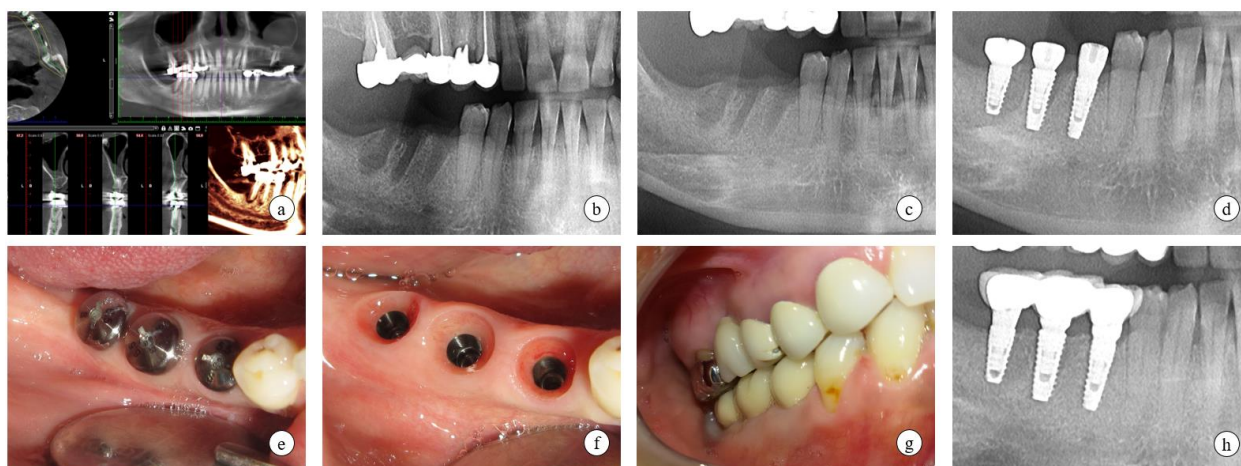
a) CBCT preoperator; b) fragment din OPG – alveolele d. 45, 46 imediat postextracțional; c) fragment din OPG la 8 săptămâni după extracție; d) fragment din OPG cu implantele instalate; e) situația clinică la 3 luni; f) inelul periimplantar matur; g) aspectul în cavitatea bucală la 3 ani după punere în funcție – gingia periimplantară fără semne de recesiune; h) fragment dinOPG, osul periimplantar stabil.
